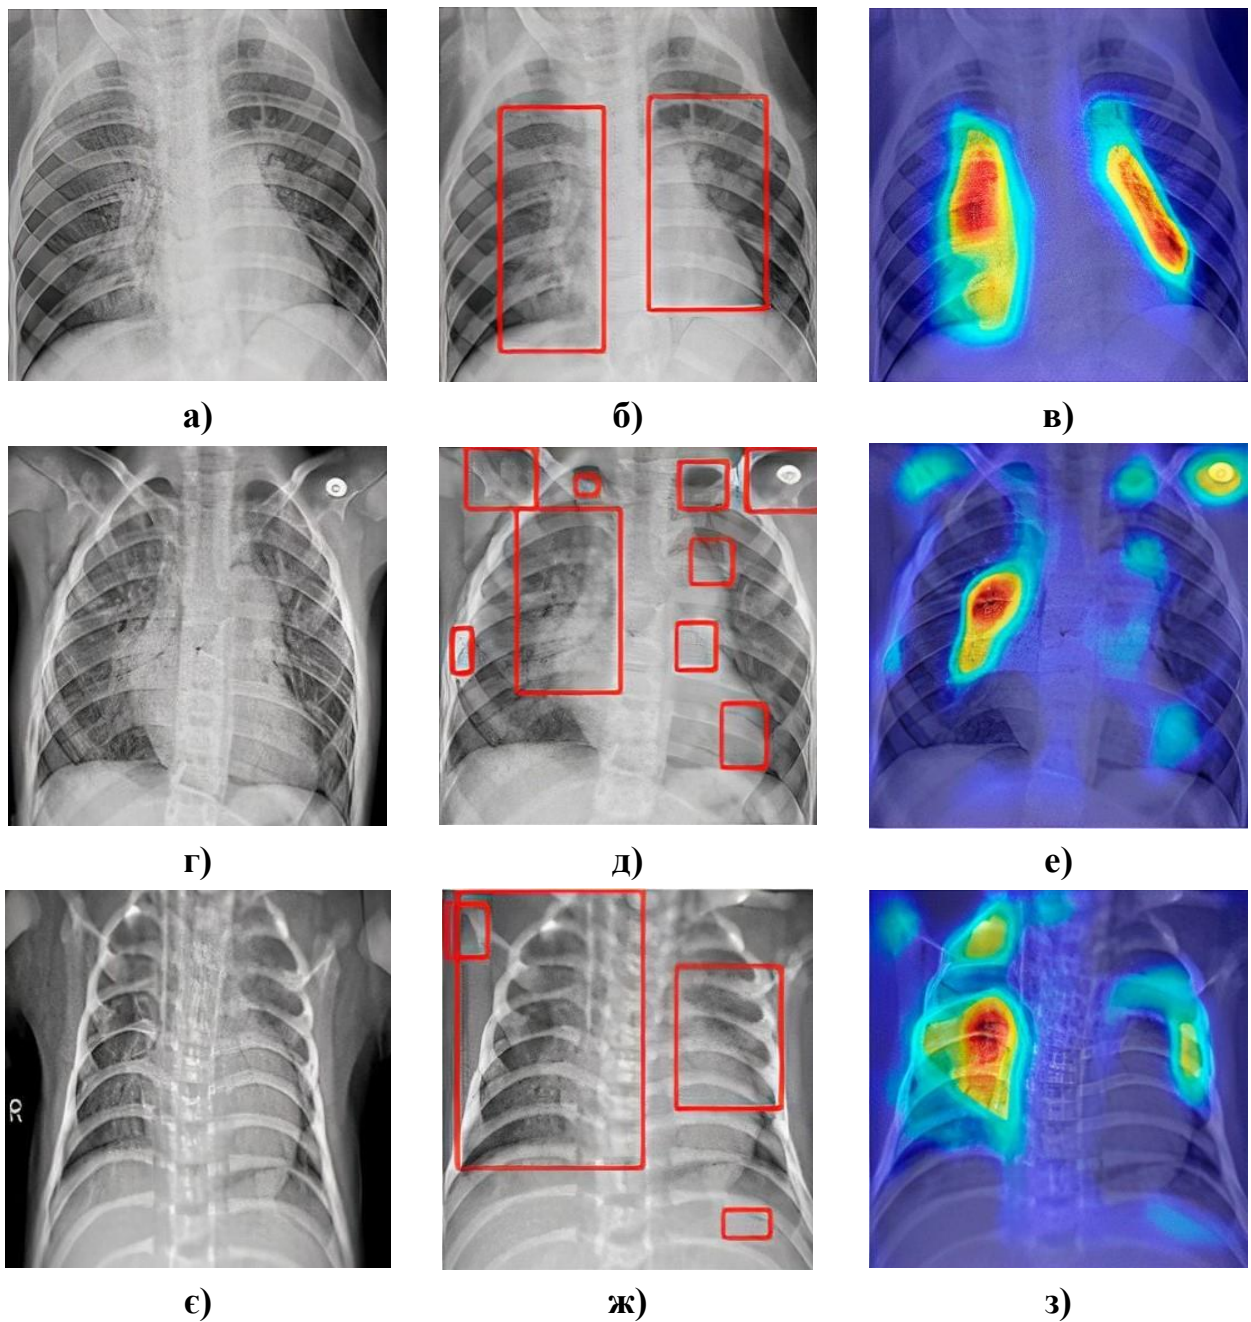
Візуальне інтерпретування роботи CNN з допомогою методу AGCAM: а), г), є) вхідні рентгенівські зображення; б), д), ж) обмежувальні рамки, що локалізують ROIs; в), е), з) теплові карти, що накладені на вхідні зображення методом AGCAM
